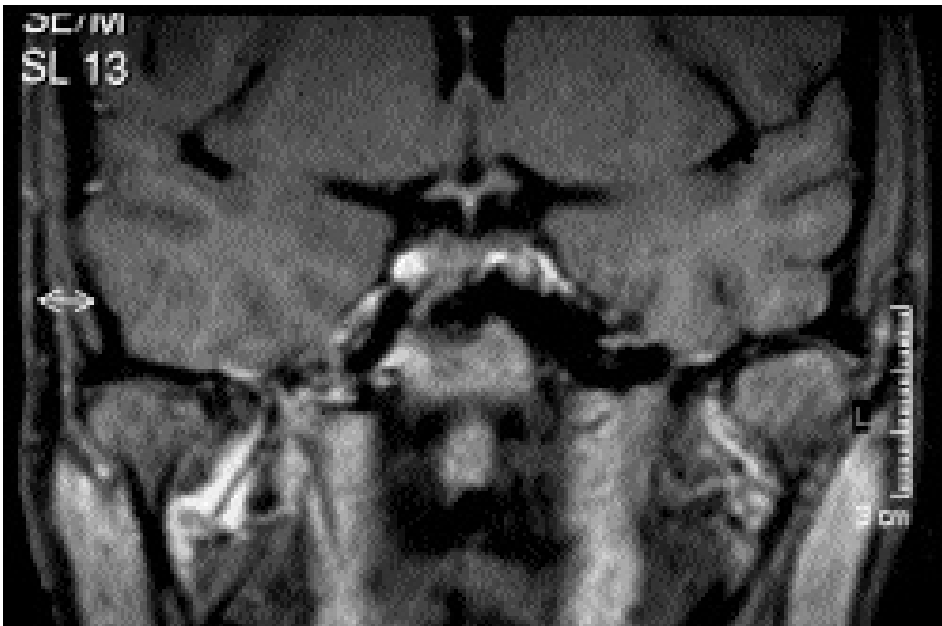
RMN post-op che evidenzia l'area del pavimento del seno cavernoso e il pavimento della fossa cranica media e il lobo temporale liberati dal tumore.
